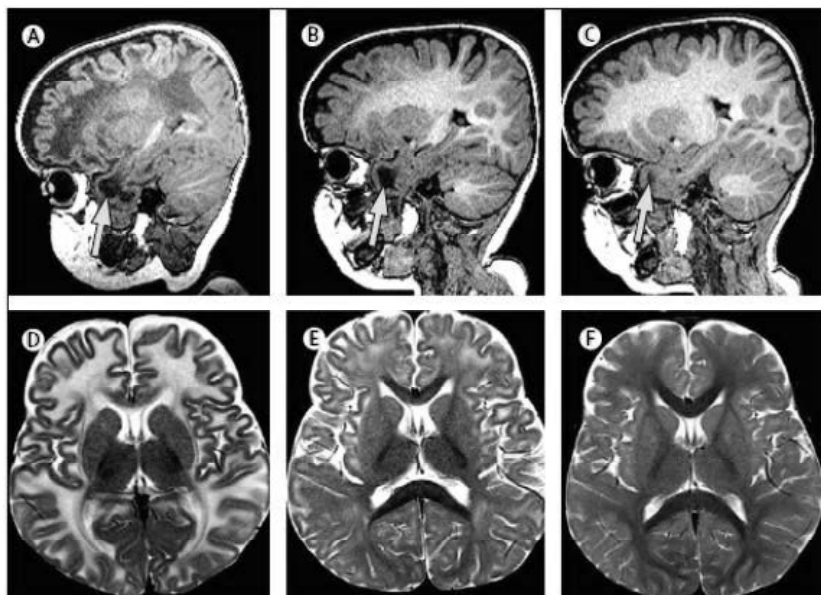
Imatges de MRI corresponents a un pacient de MLC amb fenotip benigne. MRI corresponent a un pacient de MLC amb fenotip benigne a les edats de 9 mesos (A i D), 18 mesos (B i E) i 42 mesos (C i F). En A i D s'observen les característiques típiques de MLC, en canvi en B-E i C-F s'observa una millora en la substància blanca i la disminució de la mida dels quists subcorticals a la regió anterior-temporal (fletxes). (A, B, i C, vistes sagitals; D, E i F, vistes axials). Imatge extreta de (Van der Knaap et al., 2012).
